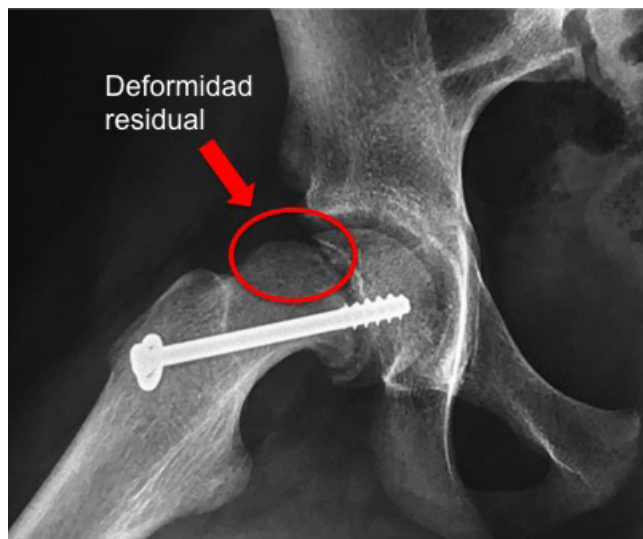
Radiografía de pelvis proyección de Lauenstein de un paciente con epifisiolisis fijada con un tornillo, donde se observa la deformidad residual del fémur proximal producida por el deslizamiento, responsable del daño progresivo del cartilago acetabular y del labrum de la cadera.
